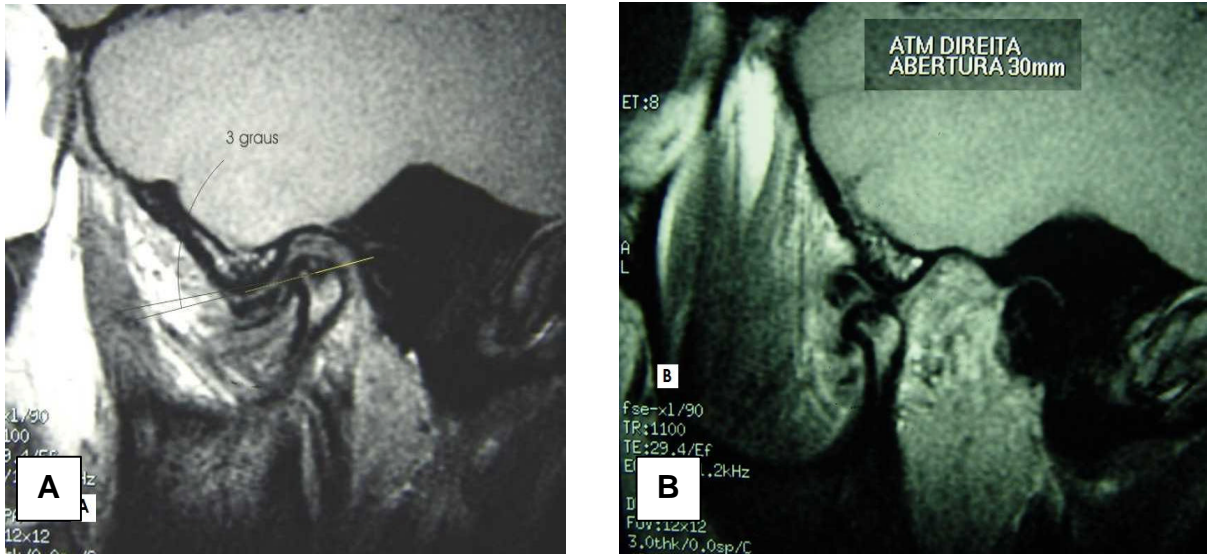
RM em cortes sagitais da mesma ATM da Figura 6.20 (Paciente 8), nas posições de boca fechada (A) e aberta (B), evidenciando deslocamento anterior do disco sem redução. Em (A) pode-se notar a banda posterior do disco situada a 87° (90° menos 3°) da linha de referência central no côndilo
